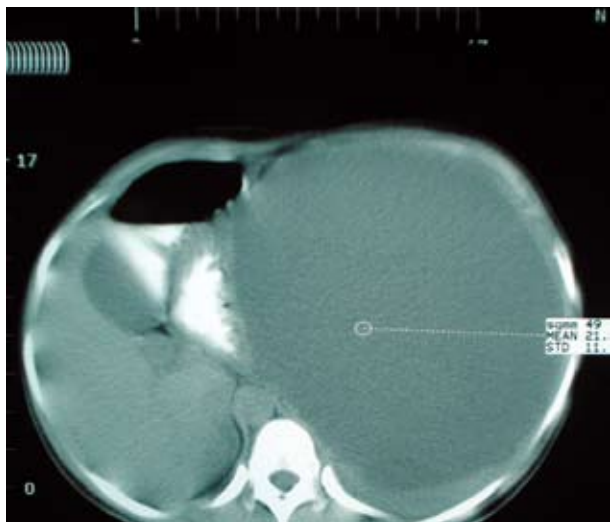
Tomografía axial computarizada evidenciando las características de la lesión así como el desplazamiento del estómago hacia la derecha.
